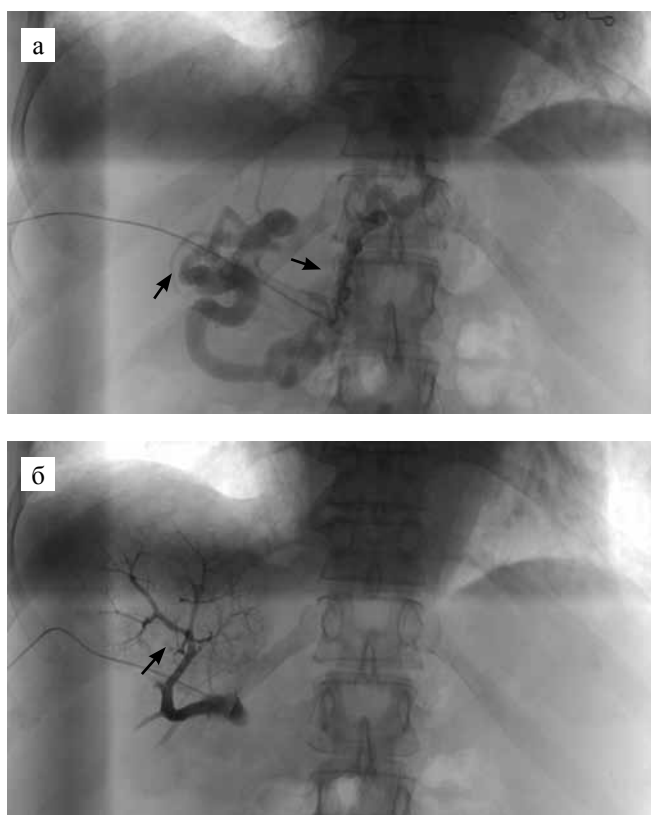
Ангиограммы пациентки: а – портограмма с введением контрастного вещества со скоростью 1 и 1,5 мл/с: визуализировались ствол и коллатерали ВВ (черные стрелки); б – портограмма с введением контрастного вещества со скоростью 0,8 мл/с: получена перфузия только сегментарных ветвей ВВ (оптимальная скорость)
